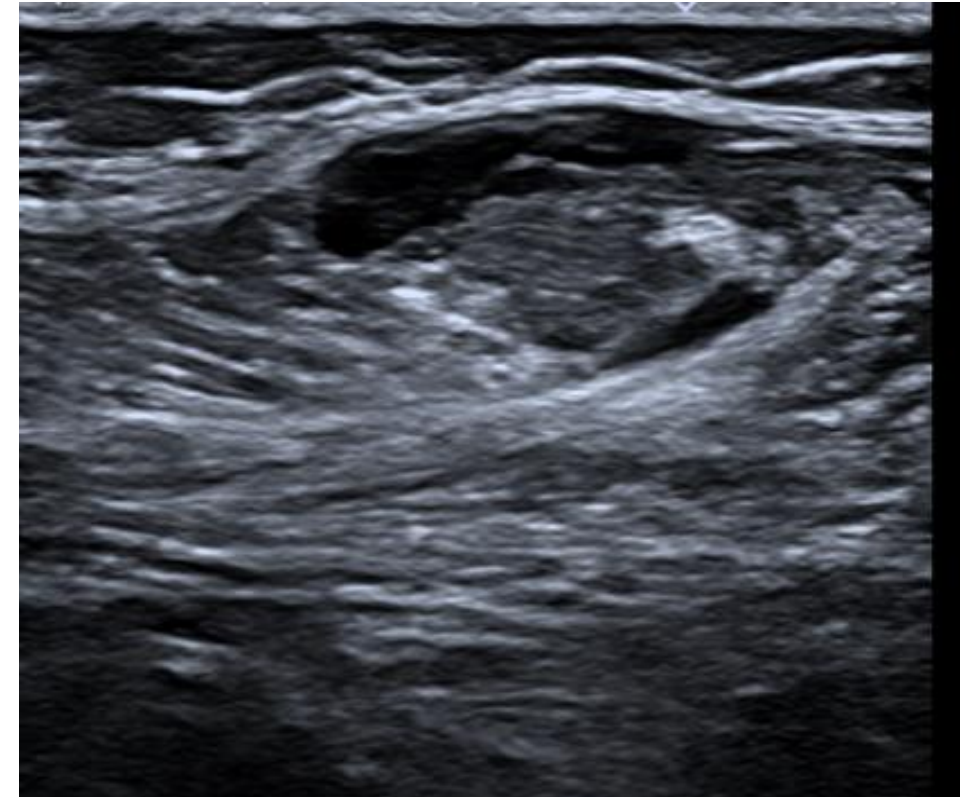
Ecografía de EII con aumento de volumen de gastronemio externo que abomba sobre la fascia y con área hipoecogénica (necrosis)..
